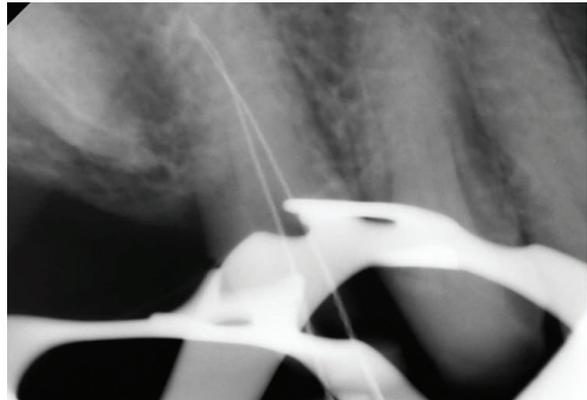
근관장 확인 치근단 방사선 사진 (#20 K-file).
